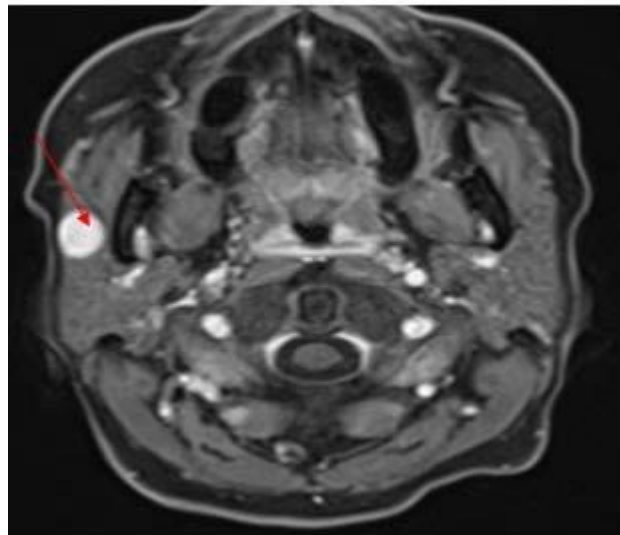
IRM parotidienne en coupe axiale en pondération T1 après injection de gadolinium, montrant un rehaussement intense de la masse.
